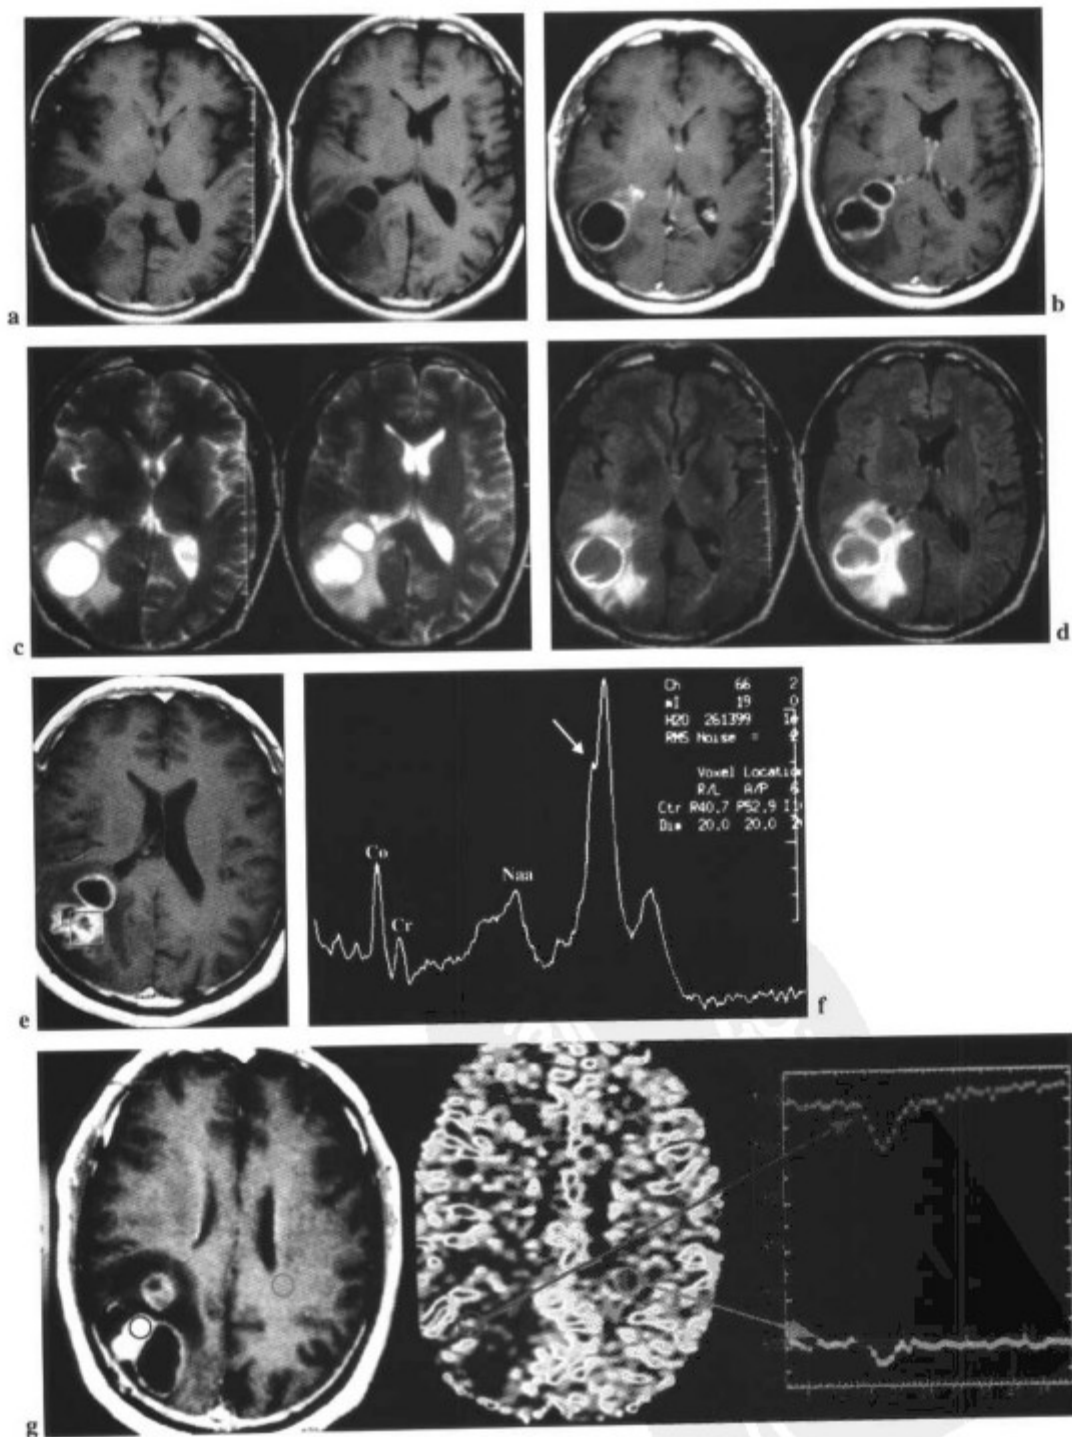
58 岁男性患者,伴颅高压症状和体重减轻。(a) cMRI 显示卵圆形病灶, T1WI 低信号, (b) 环形强化, 和 (c) 横断面 T2WI 和 (d) 横断面 FLAIR) 病变周围水肿。肿瘤? 脓肿? (e 和 f) 质子波谱成像显示 Lip 和 Lac 峰 (箭标), 伴 Cho、Cho/Cr 和 Cho/NAA 比率增高, 提示为肿瘤。(g) 灌注成像显示高灌注, 确定为肿瘤性病变。(参见第 184 页彩图)
